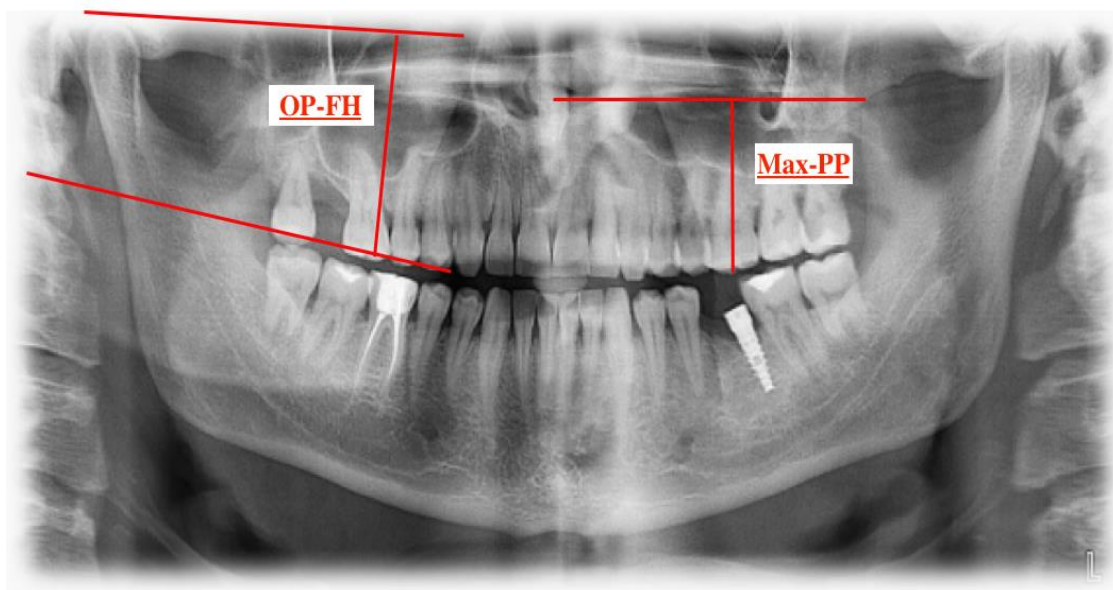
Ортопанорамна рентгенограма зі зазначеними сагітальним (OP-FH) та вертикальним (MaxM-PP) показниками бічного відділу верхньої щелепи
